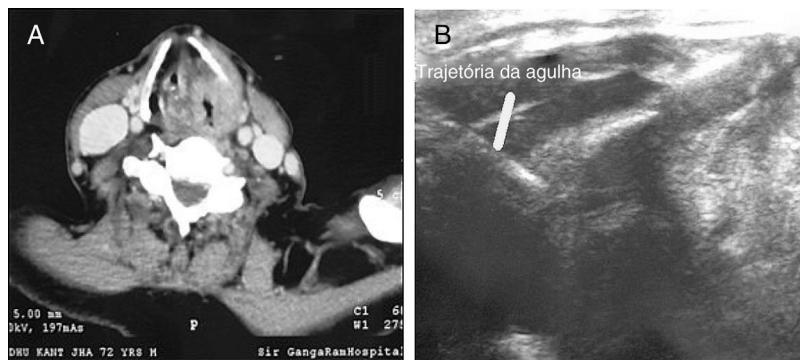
(A) 72 anos/Paciente do sexo masculino com suspeita de carcinoma laríngeo: tomografia computadorizada multislice (TCM) mostra lesão realçada na laringe do lado esquerdo e seio piriforme com erosão da cartilagem tireoide e abertura crítica da glote. (B) A PAFF-USGTC foi obtida com uma agulha espinhal de calibre 25 (seta amarela), introduzida através da cartilagem erodida da tiroide.
